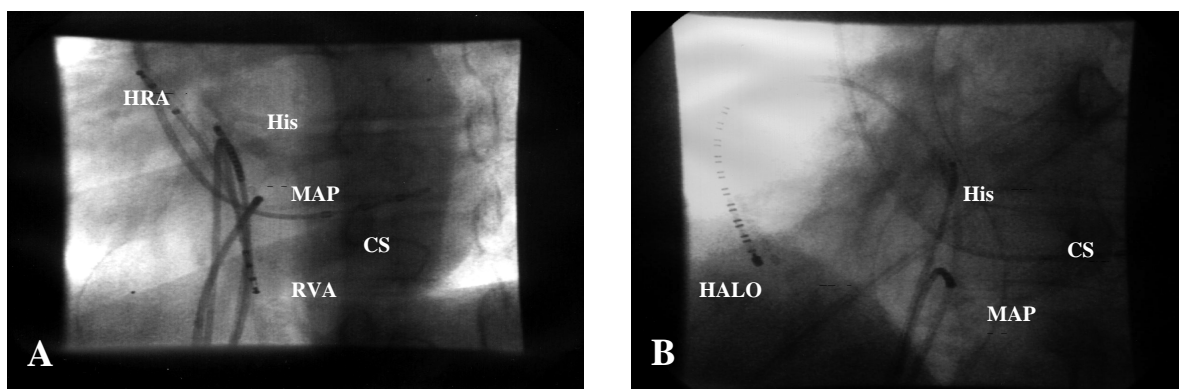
Röntgenbild in LAO Projektion bei 28° mit typischen Katheterpositionen. A: SVT- Ablation. B: Vorhofflattern- Ablation.
